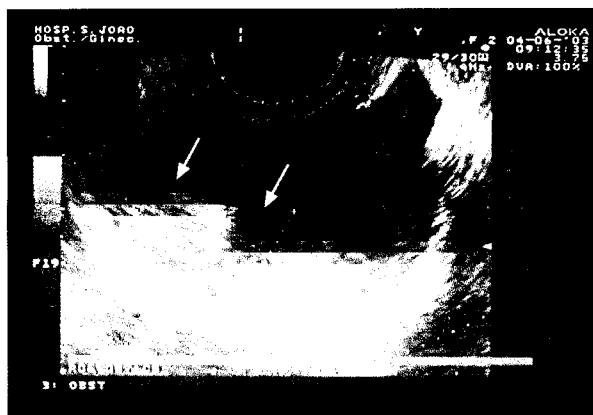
Imagem ultrasonográfica do maior eixo longitudinal do útero. À espessura do endométrio correspondeu a maior distância entre as duas interfaces endométrio-miométrio. A região intraendometrial está representada pela área compreendida entre as duas margens hiperecogénicas do endométrio, ao passo que à região subendometrial correspondeu uma fina camada hipoeecogénica que rodeia a cavidade uterina e separa as áreas hiperecogénicas do endométrio e do miométrio (setas).
